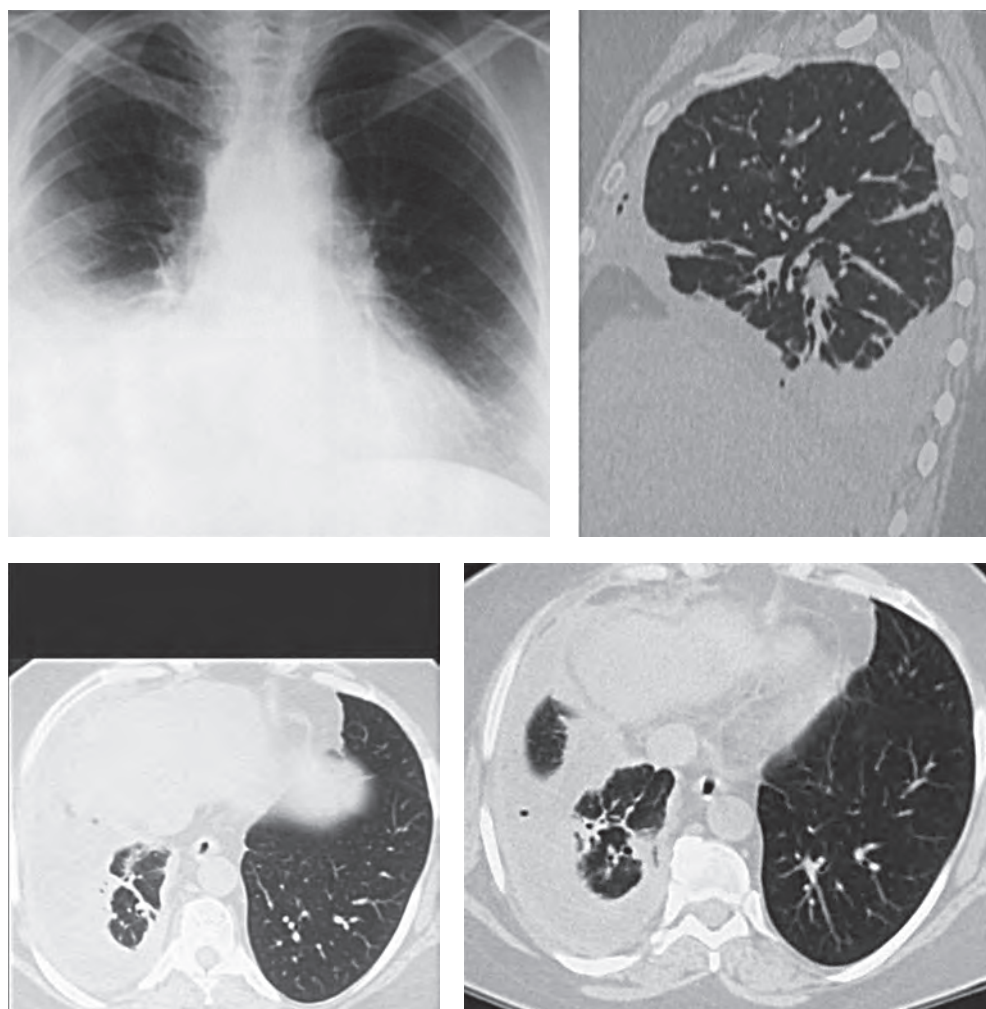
Рентгенограмма органов грудной полости больного с диффузной злокачественной мезотелиомой плевры слева, осложненной гидропневмотораксом
